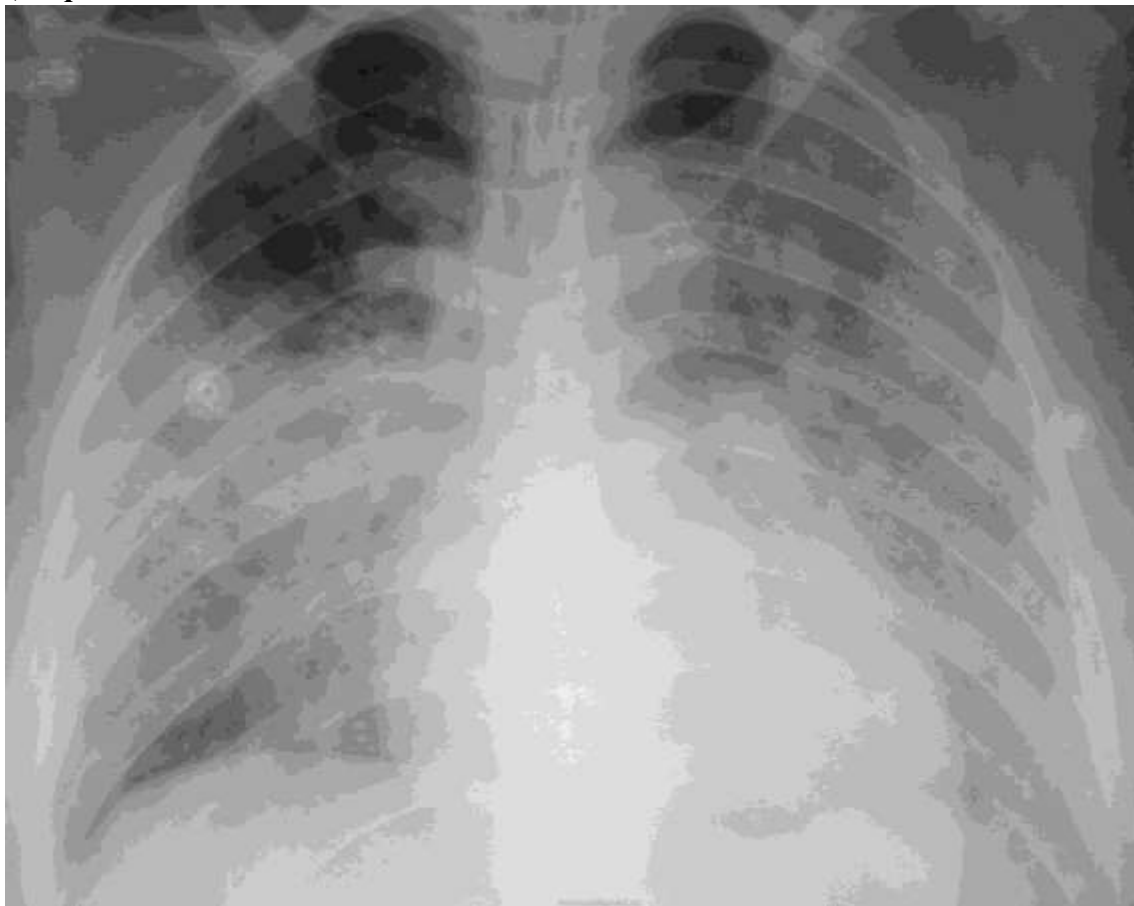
Обзорная рентгенография грудной клетки больного (осложненное течение)
